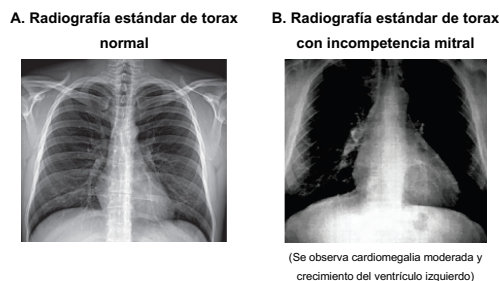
Radiografía estándar de tórax
